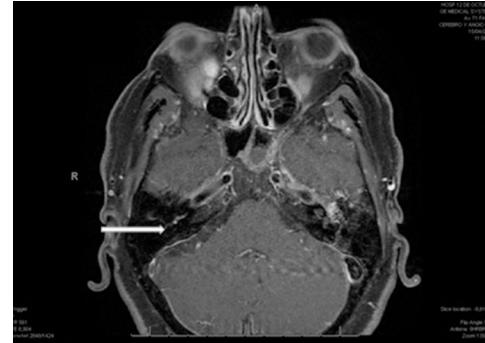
RM cerebral secuencia T1 fat + c, corte axial, donde se observa captación sutil a nivel de la cóclea derecha (señalada con la flecha). Esta captación de contraste se ha descrito en enfermedad de Cogan en las fases activas de la enfermedad por fuga o «leakage» de contraste en la membrana del laberinto.
